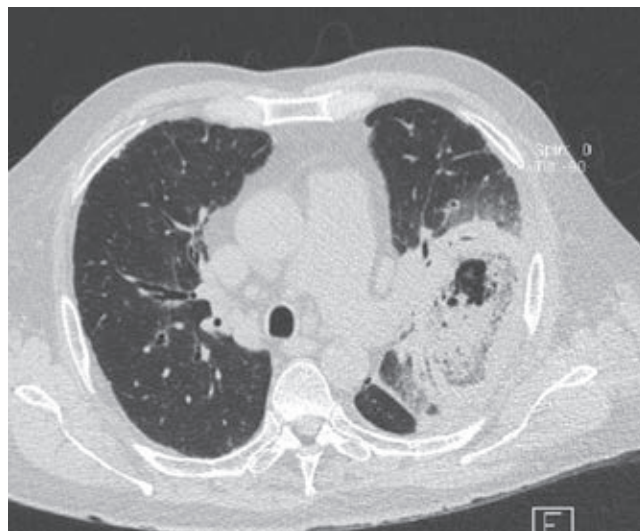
Tomografía computarizada de tórax. Muestra una masa cavitada bien definida dentro del lóbulo superior izquierdo, con el signo de la media luna de aire. Se observan nódulos de diferentes tamaños alrededor de la lesión y en el lóbulo superior izquierdo.
